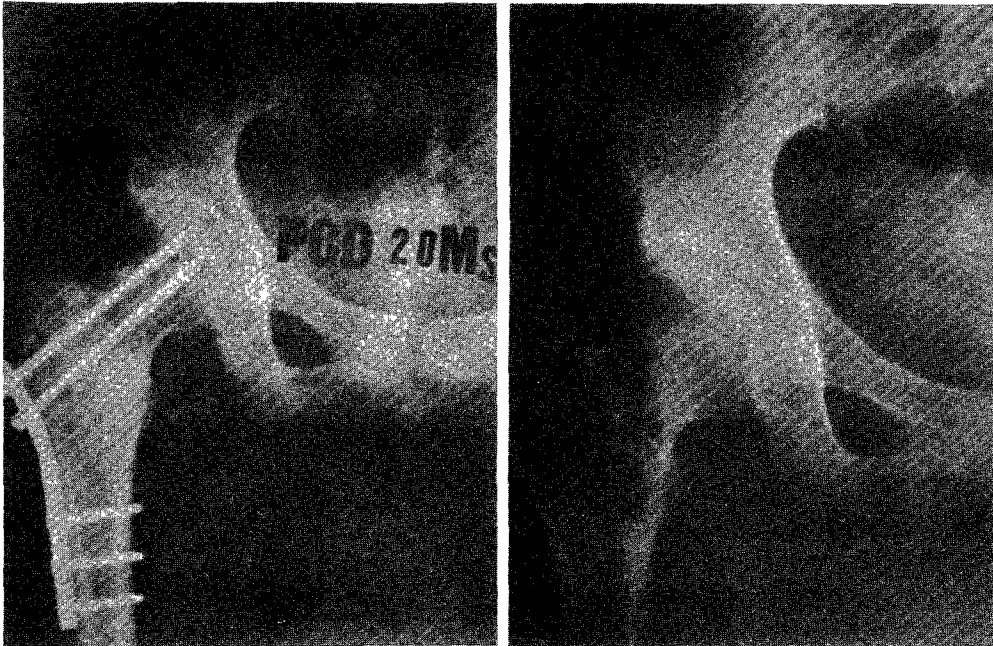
Radiographs of Case 7(F/21).
